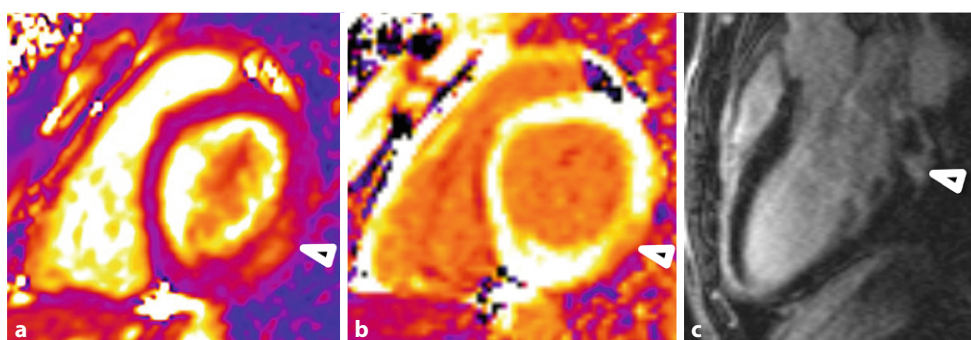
Ausgewählte Bildbefunde der kardialen MRT. a T2 mapping basal Kurzachse. Normales Myokard: violett, MEAN 43ms. Myokardiales Ödem: orange, MEAN 60ms (Pfeilspitze). b T1 mapping nach KM basal Kurzachse. Normales Myokard: weiß, MEAN 574ms. Late Enhancement: orange, MEAN
